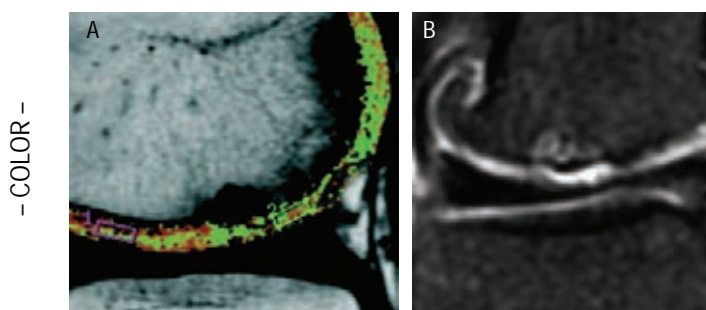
Imágenes de resonancia magnética de la rodilla derecha de la paciente antes del tratamiento. Imágenes similares a las condiciones preoperatorias de la rodilla izquierda. A. Evaluación con mapeo T2 corte sagital de rodilla derecha de atleta (no operada; fecha de estudio: abril 2010) con ROI: 67 ms (zona de lesión), RO2: 40 ms (zona de cartílago sano). B. Evaluación con secuencia T2 en saturación de grasa corte coronal de la rodilla derecha. Se observa lesión condral de espesor total en zona de carga de cóndilo femoral lateral con edema óseo subyacente.
